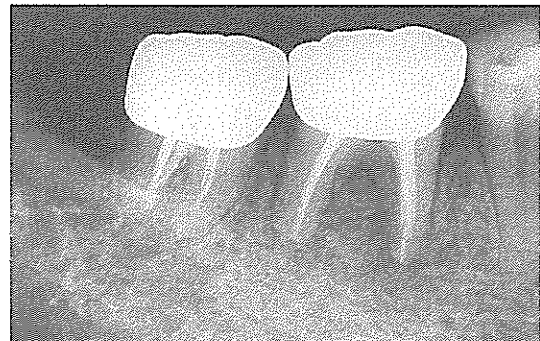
술후 5개월 경과후의 방사선 사진
